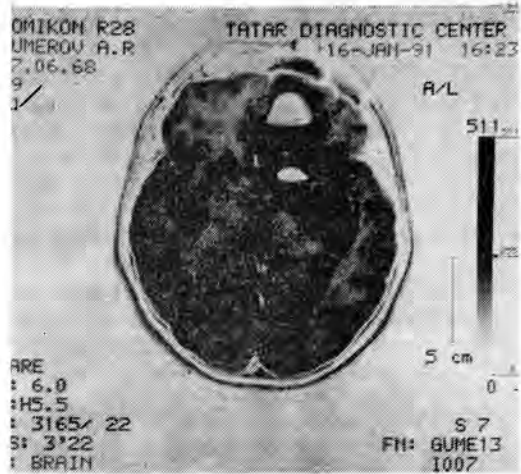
МРТ больного Г. до операции.
